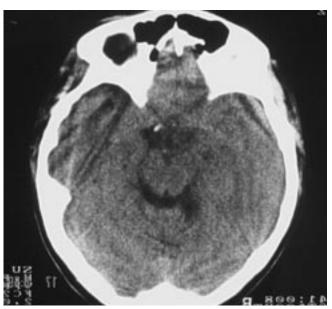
Tomografía axial contrastada a cinco años de seguimiento sin datos de actividad tumoral.
